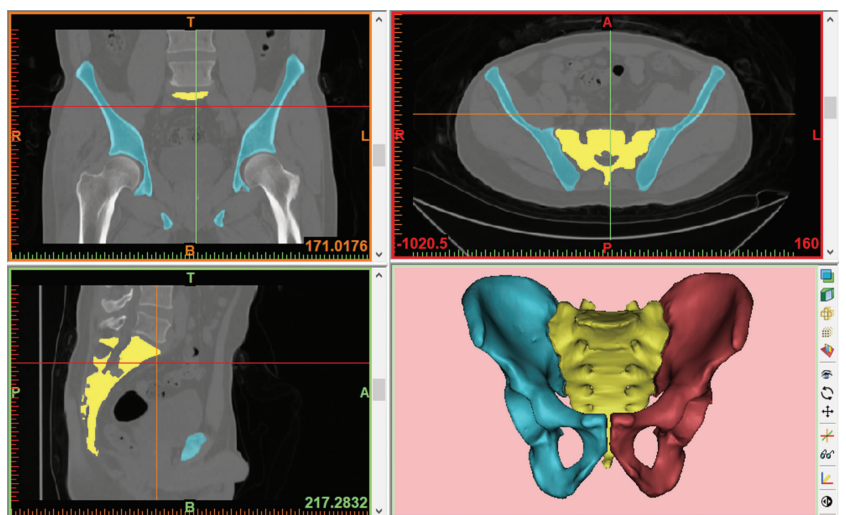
将骨盆 CT 数据以 DICOM 格式导入 Mimics 软件中,并生成骨盆三维模型
